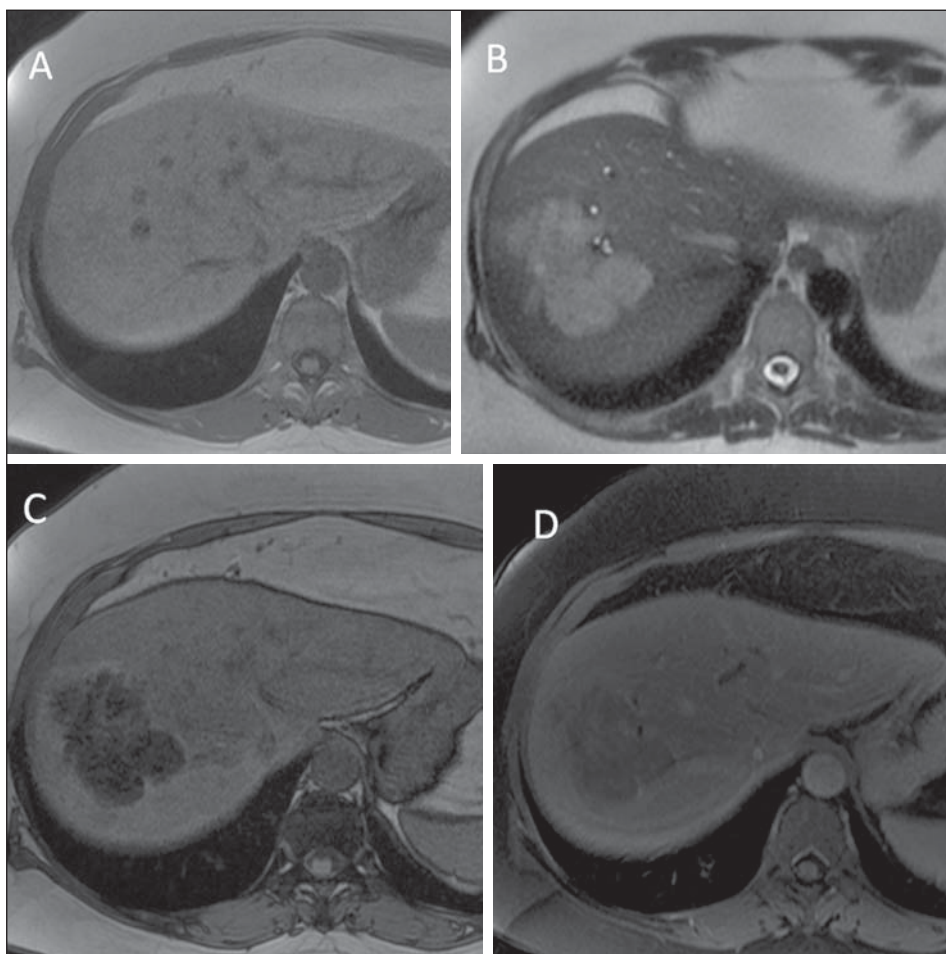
Angiomiolipoma. No exame de RM do abdome a lesão apresenta discreto hipersinal em T1 (A) e hipersinal não homogêneo em T2 (B). Na sequência fora de fase observa-se acentuada queda de sinal da lesão, indicando componente gorduroso (C). Após injeção de contraste paramagnético, observa-se realce in-característico (D).
